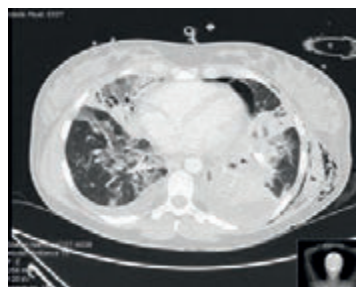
Terceira TC tórax (D18): Pequeno derrame pleural esquerdo em cavidade livre, derrame pleural à direita. Áreas de consolidação parenquimatosas com broncograma aéreo/bronquiectasias.
